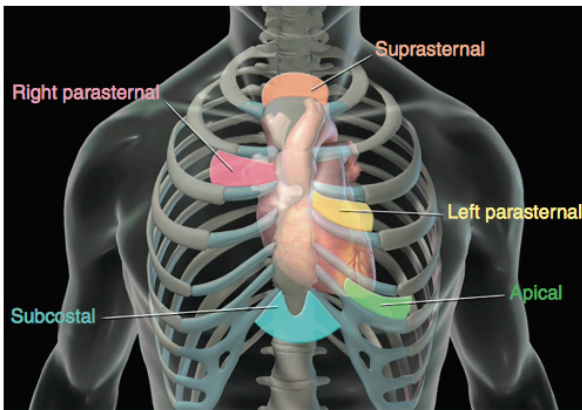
Standard transducer positions for transthoracic echocardiography. (Courtesy of the American Society of Echocardiography.)
